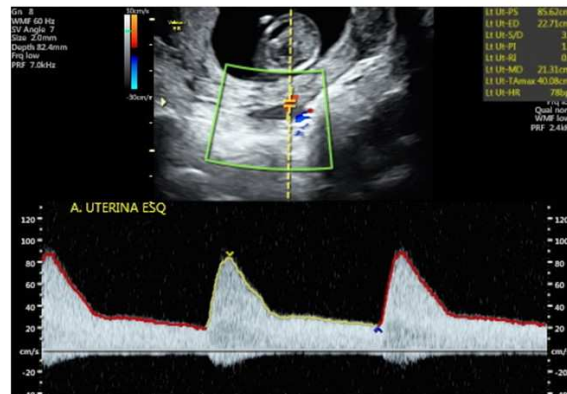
Foto da onda espectral do Doppler de artéria uterina no primeiro trimestre da gestação.
